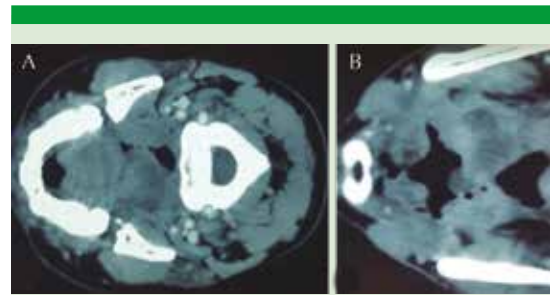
A. Tomografía computada del cuello que muestra aumento de volumen en el espacio parafaríngeo derecho y desplazamiento del paladar blando. B. Acercamiento de la imagen, con zonas de densidad heterogénea, edema y colección de gas.
